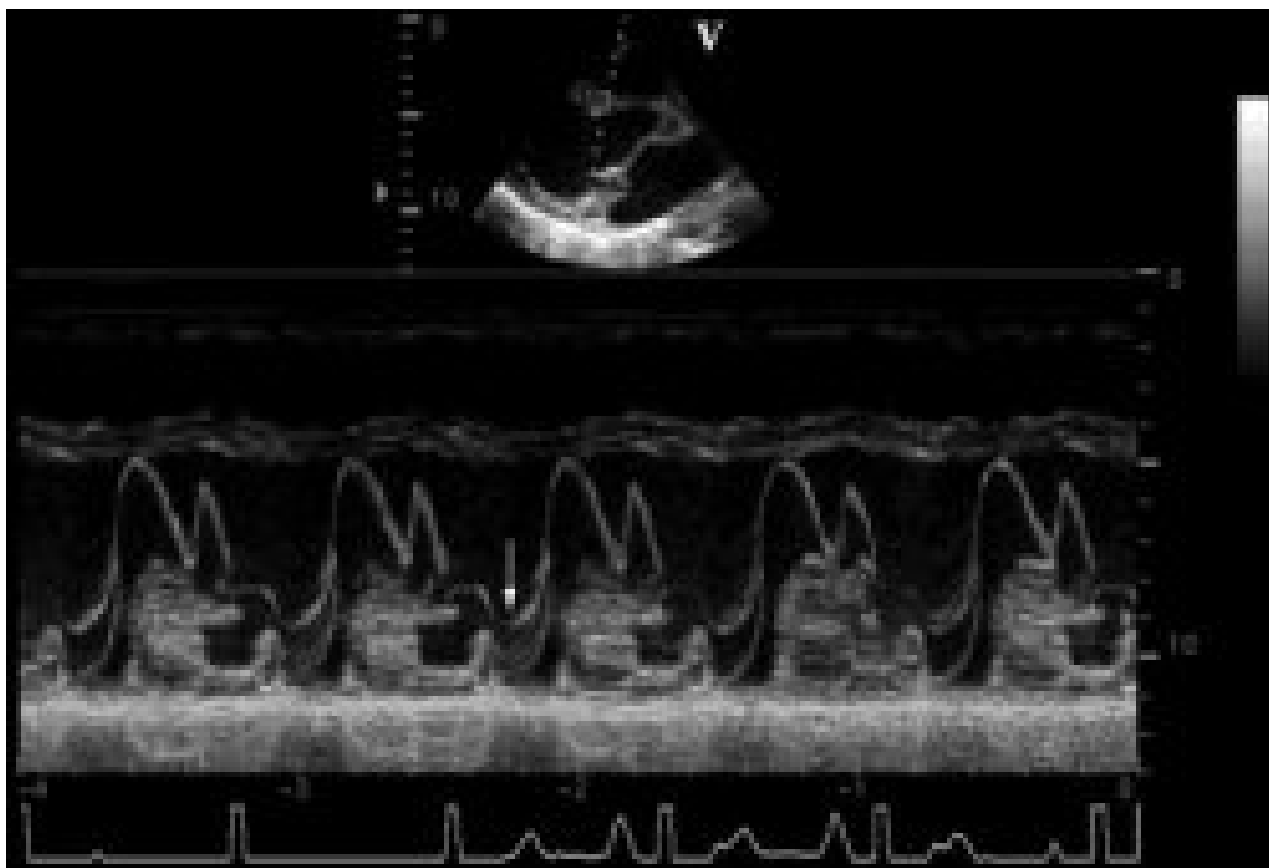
Prolapso posterior da valva mitral no ecocardiograma em modo M
